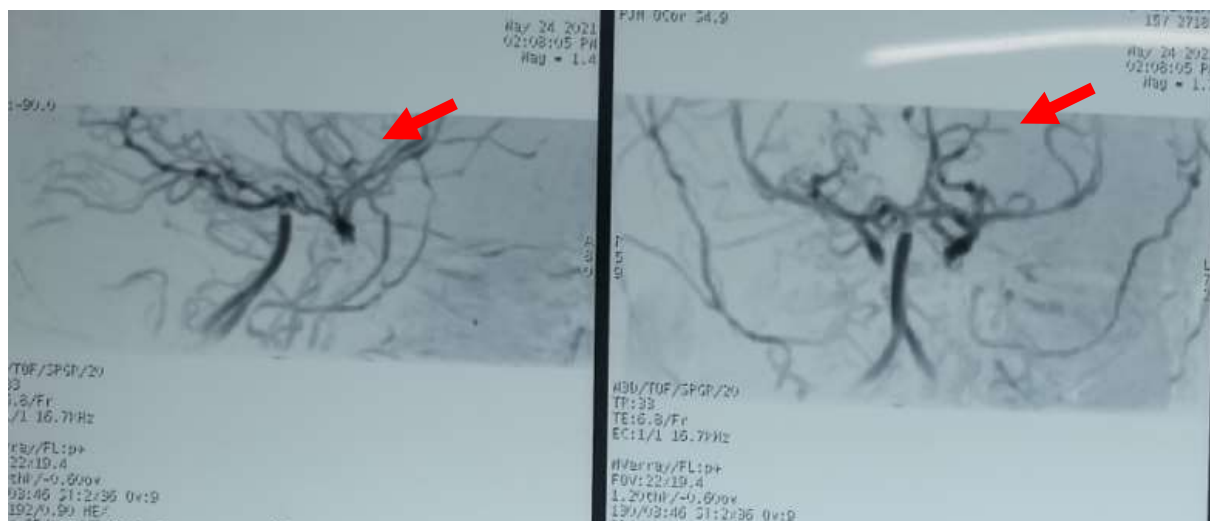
Angio IRM cérébrale objectivant un aspect grêlé de l'ensemble des éléments vasculaires du polygone de Willis avec début d'aspect de « volutes de fumée » : MoyaMoya au niveau des artères cérébrales postérieures et communicantes postérieures.
